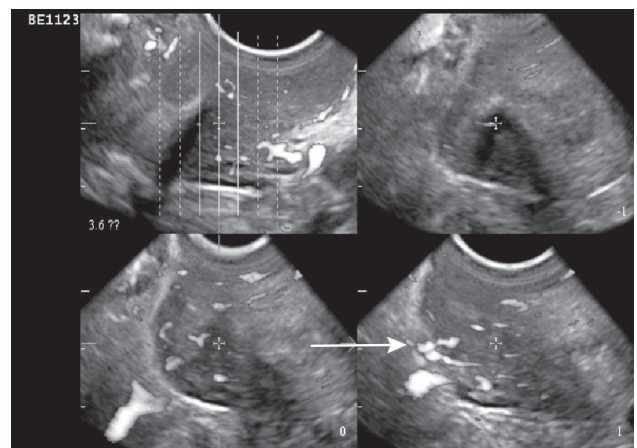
Ультразвуковая томограмма пациентки с раком шейки матки стадии IIIB. Симптом «парацервикальный сосуд +» обозначен стрелкой
